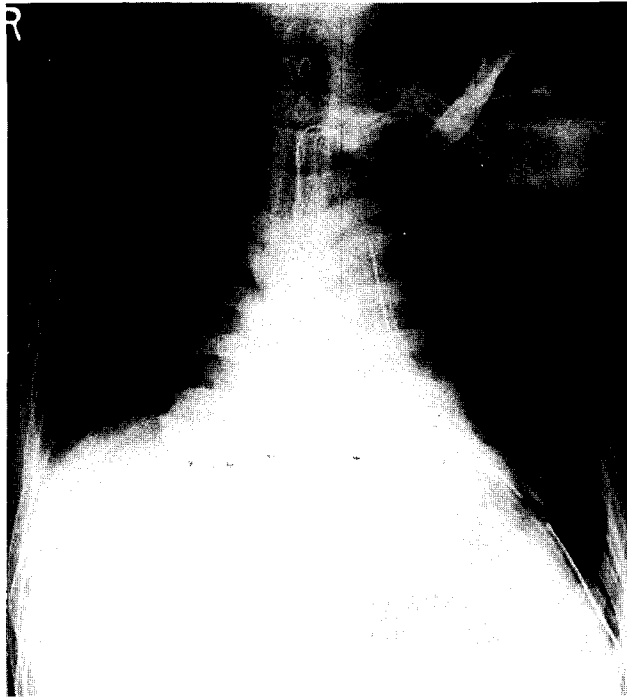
Postoperative chest x-ray showing much descent of left hemidiaphragm, however, some dead space presents due to hypoplastic basal segments of lower lobe. Right hemidiaphragm is slightly elevated compared with previous film.
